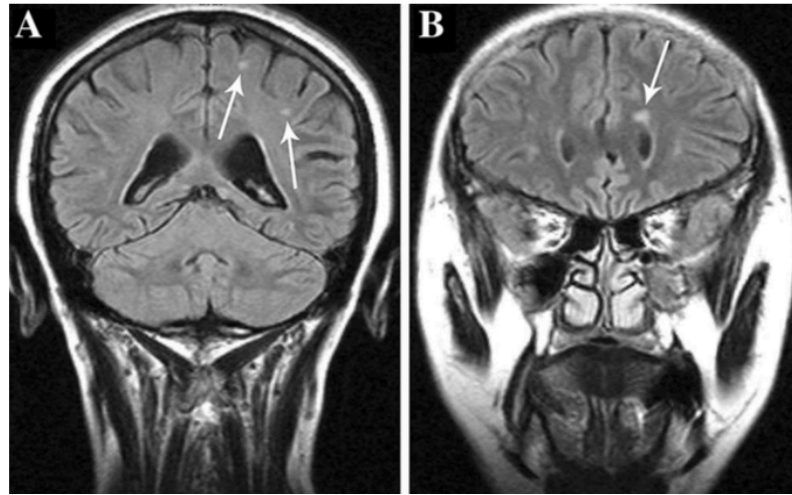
МРТ в корональной проекции в режиме FLAIR (режим с подавлением сигнала свободной воды).
